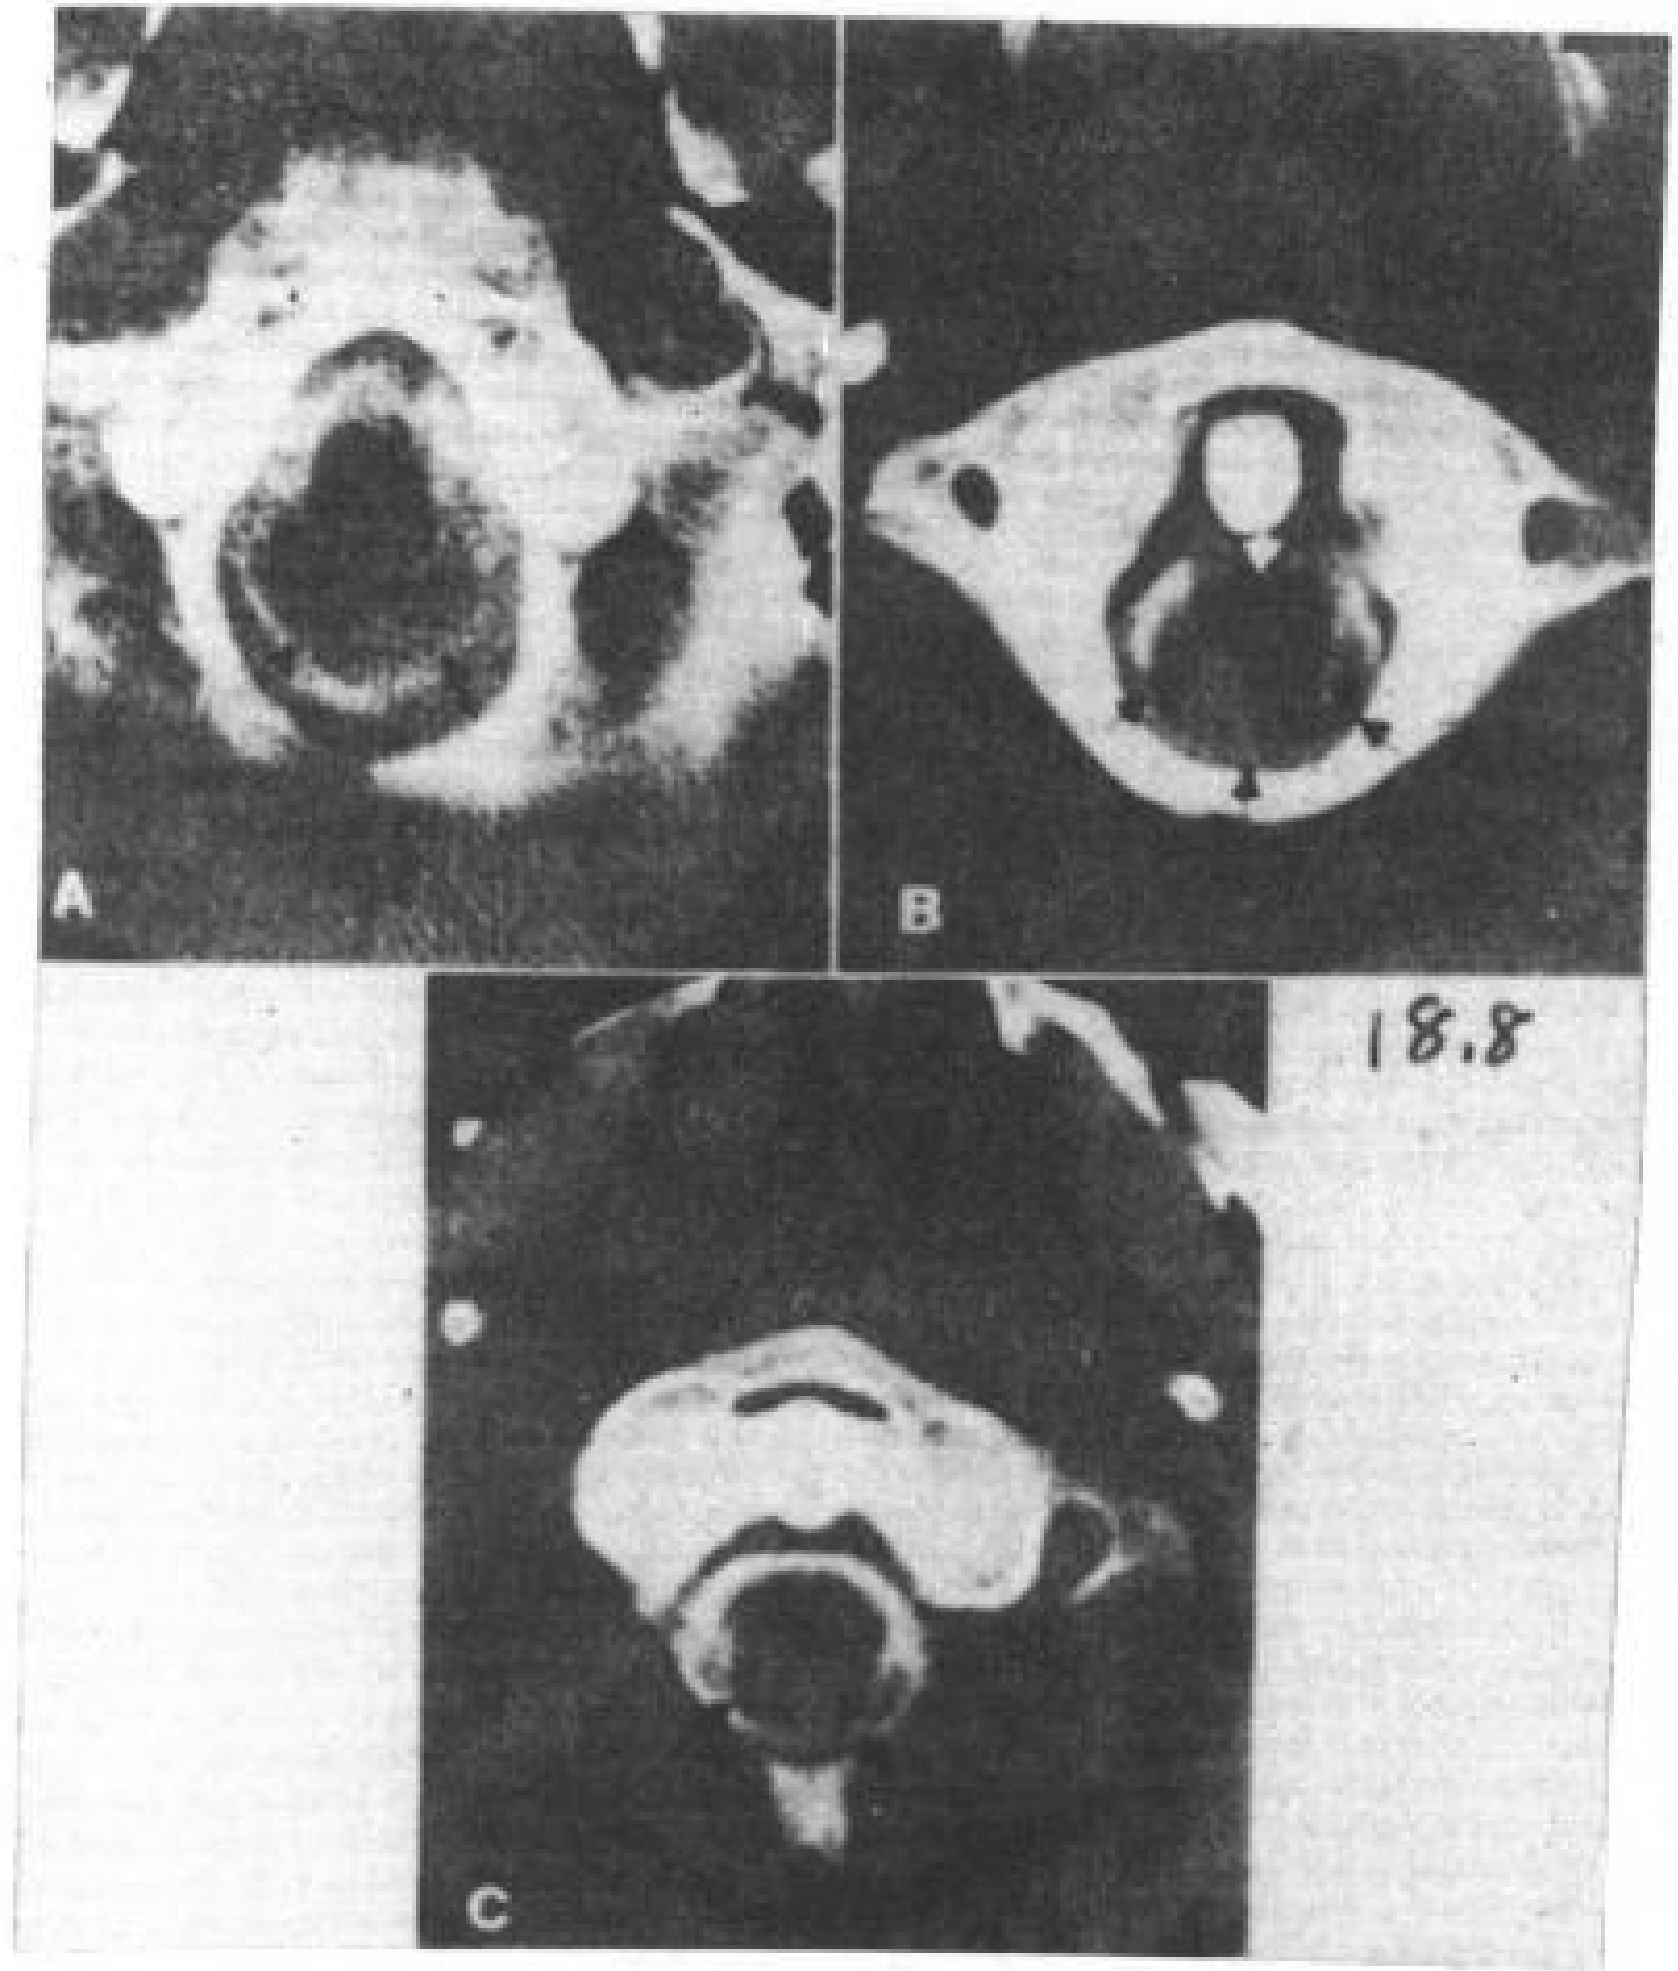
中度严重的 Chiari I 畸形。15 岁, 男孩, 增强脊髓 CT。
